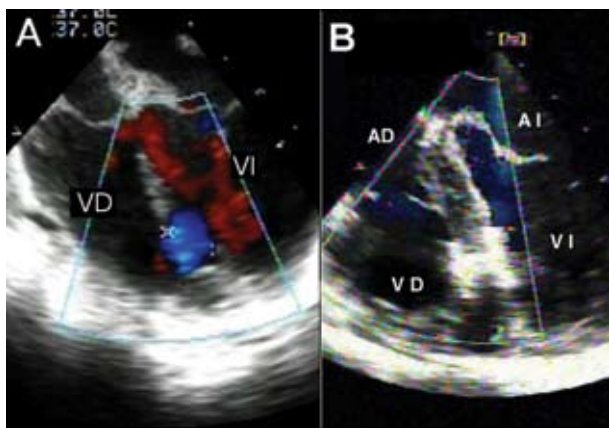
Cerrado de una CIV: ecografía transesofágica, (A) CIV muscular apical de 10 mm, en color azul. (B) CIV cerrada con dispositivo de CIV muscular
